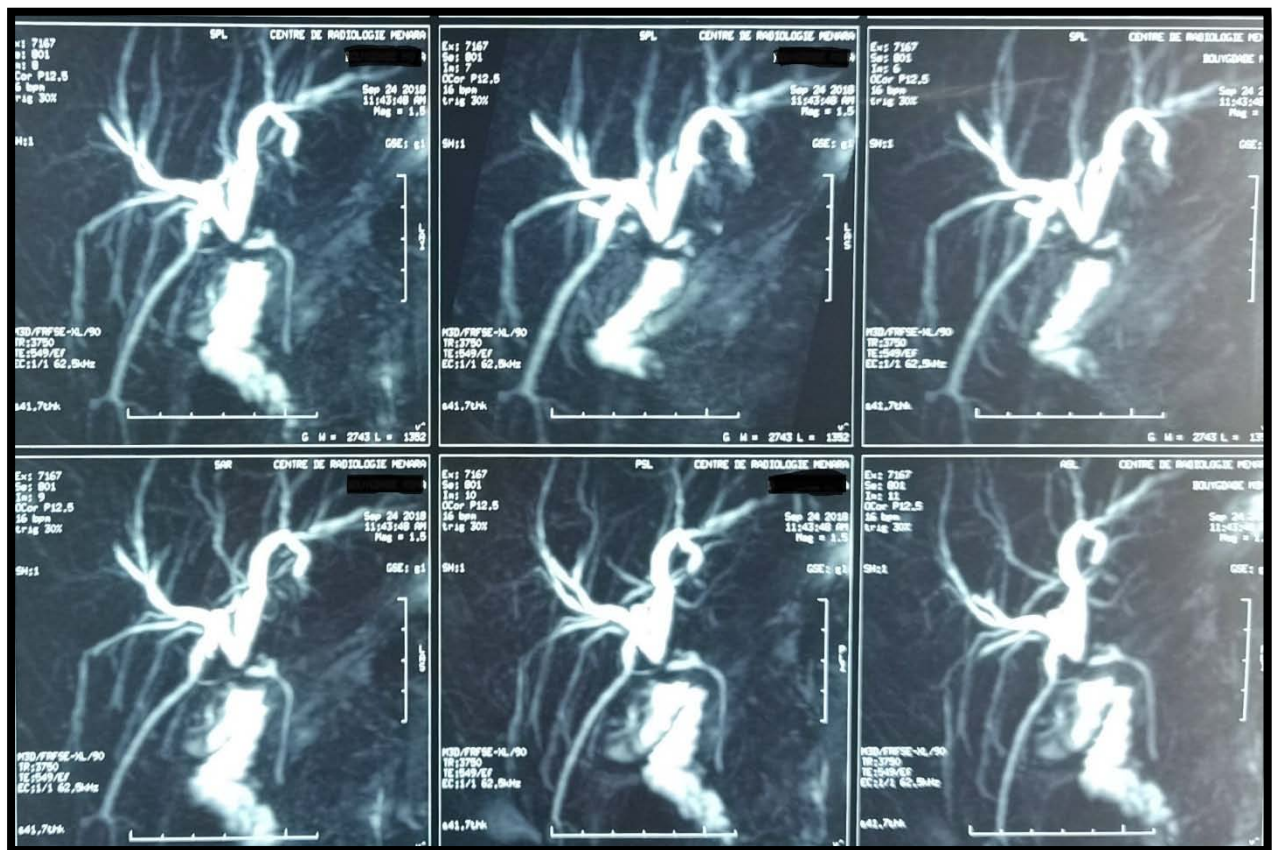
BILI-IRM : Dilatation modérée des VBIH avec zone de striction au niveau de la bifurcation en faveur d'une sténose de la convergence biliaire
